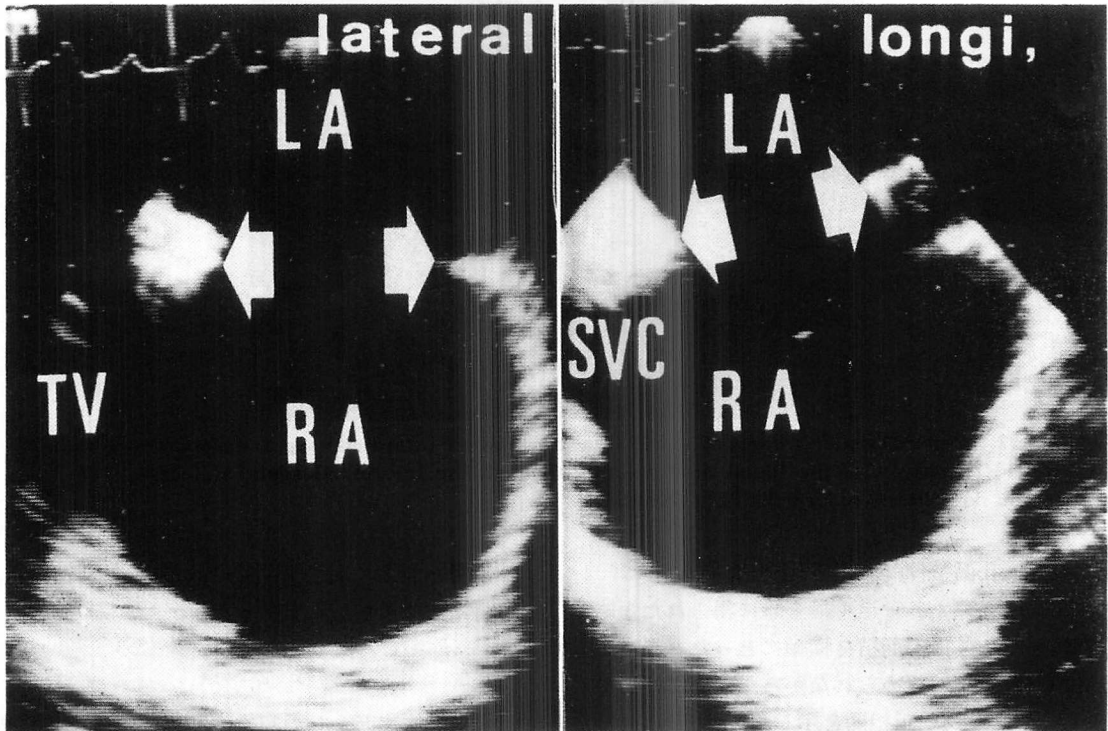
Two-dimensional images of the left atrium (LA), the interatrial septal defect and the right atrium (RA) obtained from transesophageal approach.
